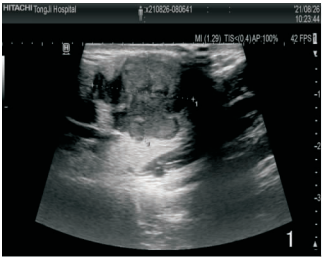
超声提示右侧腮腺一大小 2.5 cm × 1.7 cm 的肿物
